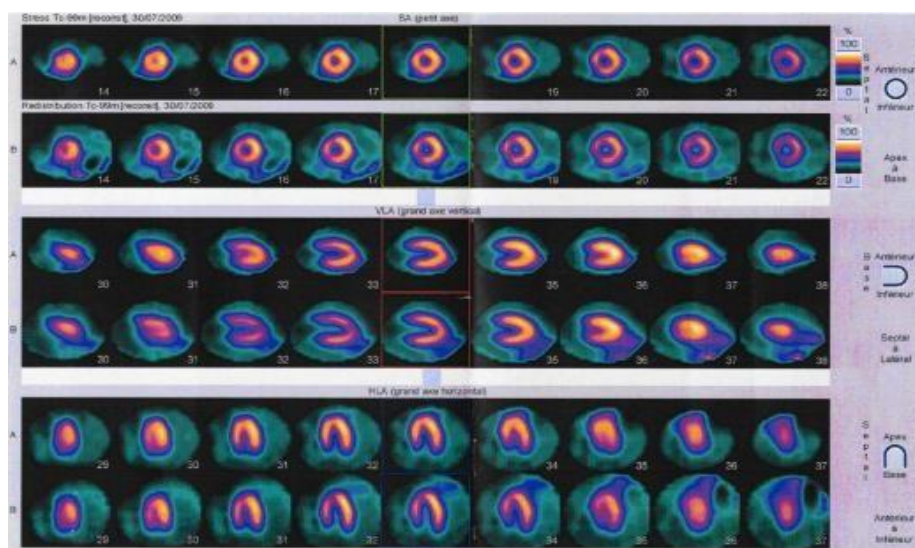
Tomo-scintigraphie du myocarde
